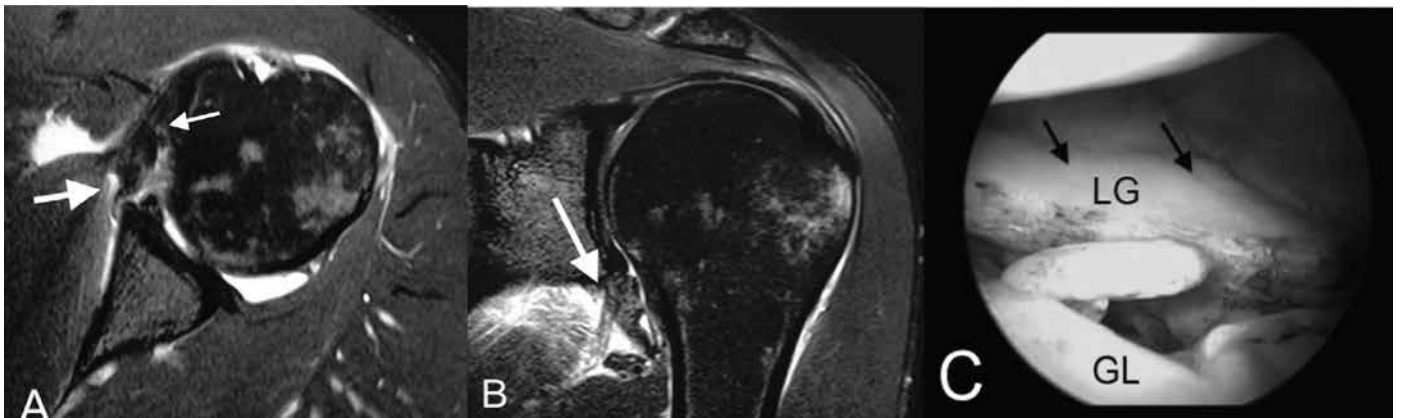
Caso 8: A) Imagem de artroressonância magnética do ombro esquerdo corte axial (T2) mostrando lesão labial (seta maior) e lesão capsular (seta menor), o que representa um trauma de grande intensidade. B) Imagem de artroressonância magnética do ombro esquerdo corte coronal (T2) mostrando lesão labial e capsular (seta). C) Imagem artroscópica do ombro esquerdo com a ótica introduzida pelo portal posterior mostrando grave lesão capsuloligamentar anterior. LG – lábio glenoidal; GL – glenoide. .
